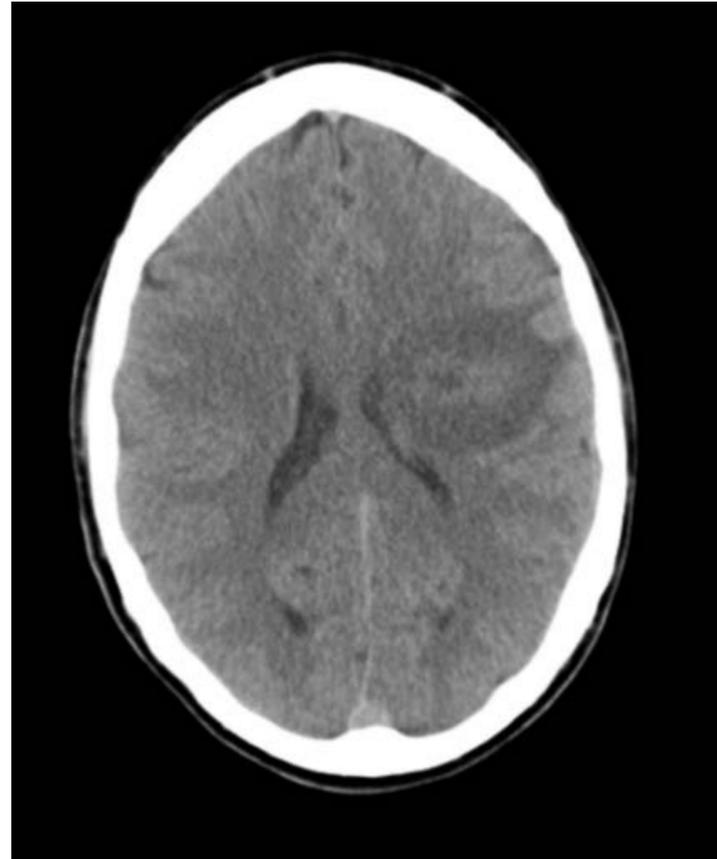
TC cerebral sin contraste. Área hipodensa frontal derecha con anillo hiperdenso y con edema perilesional (flecha roja). Produce discreto efecto expansivo sobre el ventrículo lateral.
